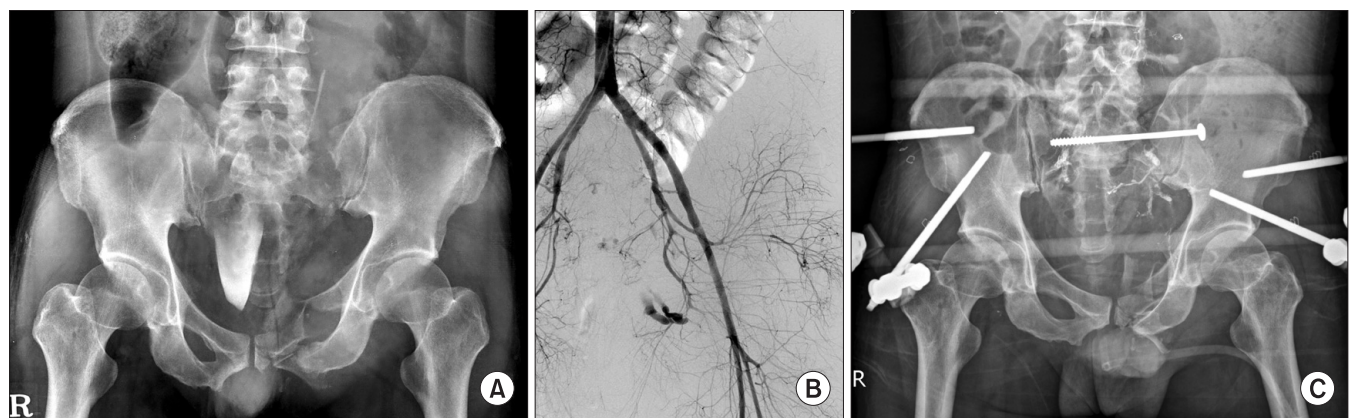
(A) Plain radiograph of a 43-year-old male shows combined mechanism type of pelvic ring injury due to falling down from 7 meters high. He was transferred to emergency room (ER) 7 hours after trauma. On arrival at ER, blood pressure was 44/30 mmHg and mental state was semi-coma state. (B) Angiography reveals extravasation of contrast at the internal iliac artery and branch of lumbar artery. Embolization in the past 3 hours made mental status alert but blood pressure was 91/76 mmHg with heart rate of 127 per minutes. (C) External fixation for anterior ring and percutaneous iliosacral screw fixation were done 11 hours after arrival and the vital sign was stabilized at last.
